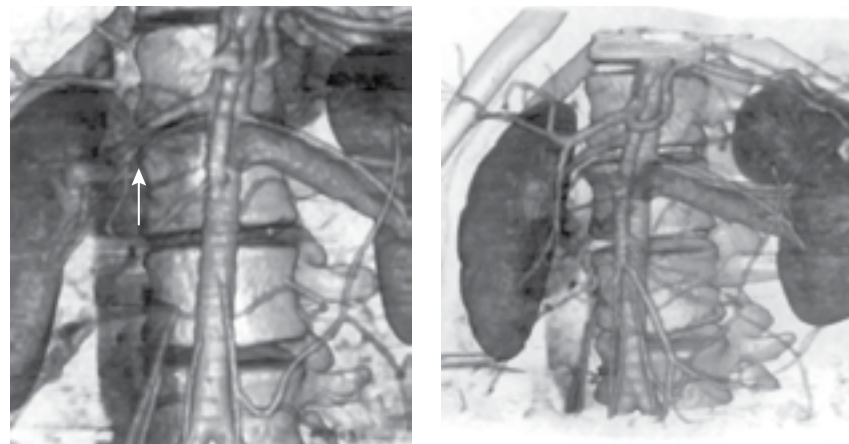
КТ-ангиография у мальчика 15 лет: признаки «аортомезентериального пинцета» (стрелка) со сдавлением ствола левой почечной вены.
